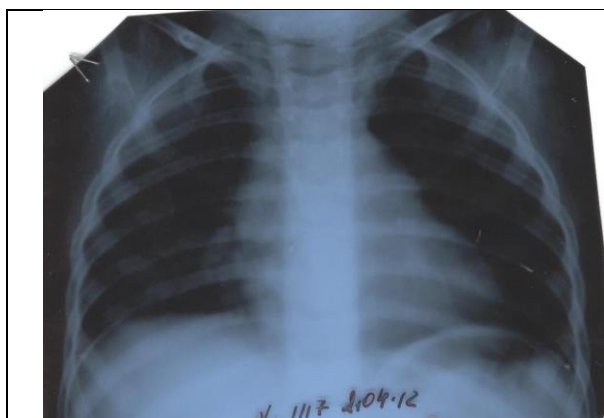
Radiografia pulmonară la copil cu pneumonie de etiologie *Mycoplasma pneumoniae*.
